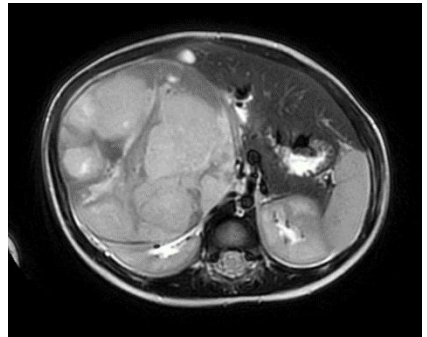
RM de abdome axial e coronal respectivamente
